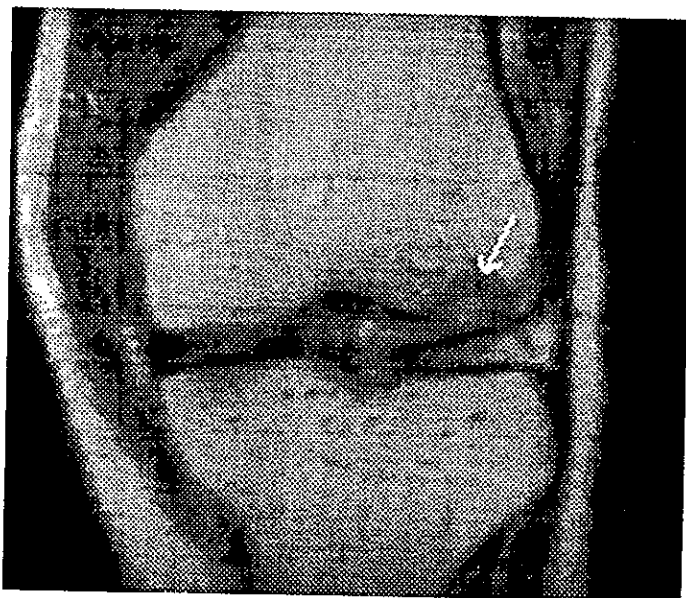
IRM Spin Eco en Coronal T1 con Tiempo de Relajación 550 Tiempo de Eco 15 que muestra Contusión Osea del Cóndilo Femoral Lateral con Fragmento Osteocondral.ticular Moderado.
